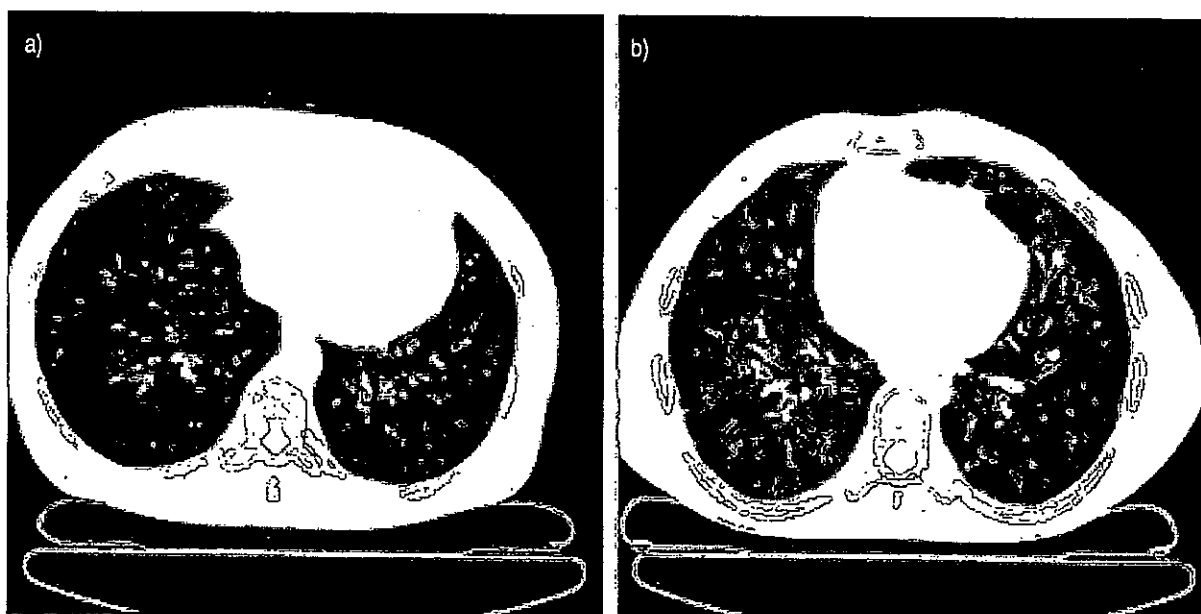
High resolution computed tomography of the lungs from two patients with severe asthma with predicted forced expiratory volume in one second <50%. a) Airway wall thickening and mild dilatation of the intrapulmonary airways in both lower lobes, and b) air-trapping with mosaic pattern, together with bronchial dilatation and thickening of the intrapulmonary airways.
